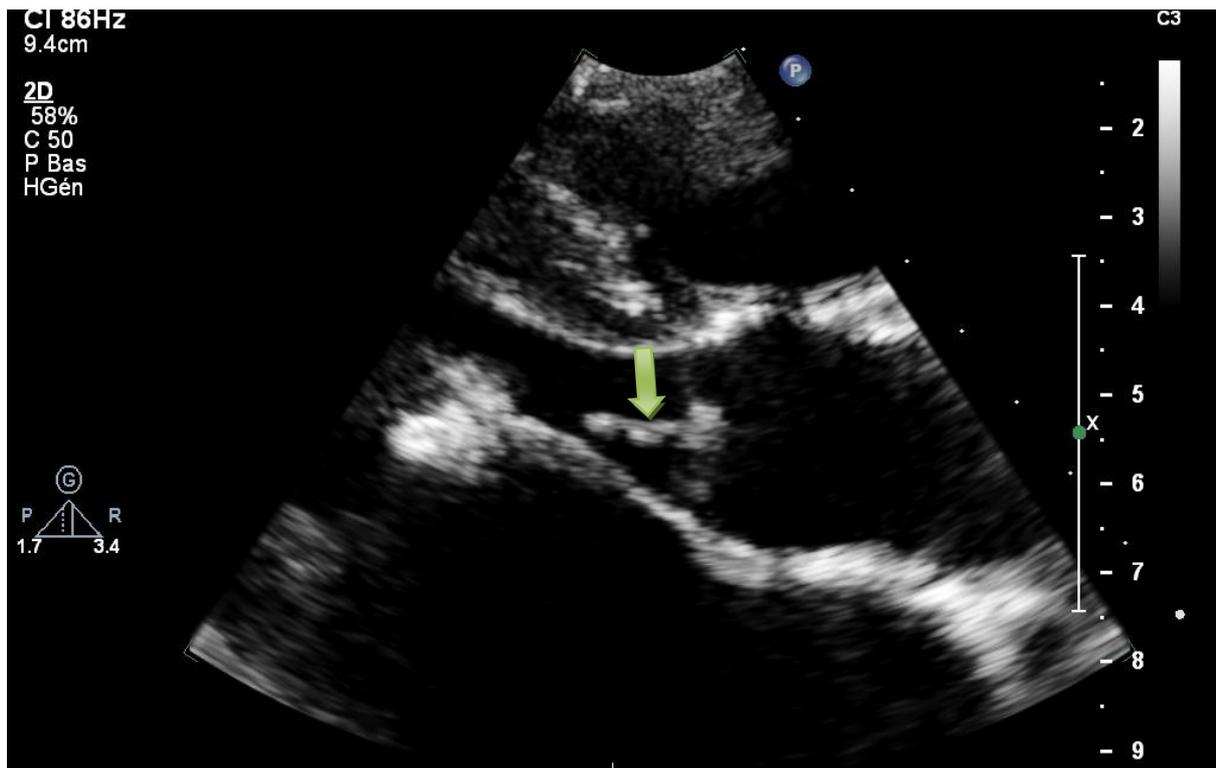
aspect échocardiographique en faveur d'une végétation serpigineuse au niveau de la valve aortique
